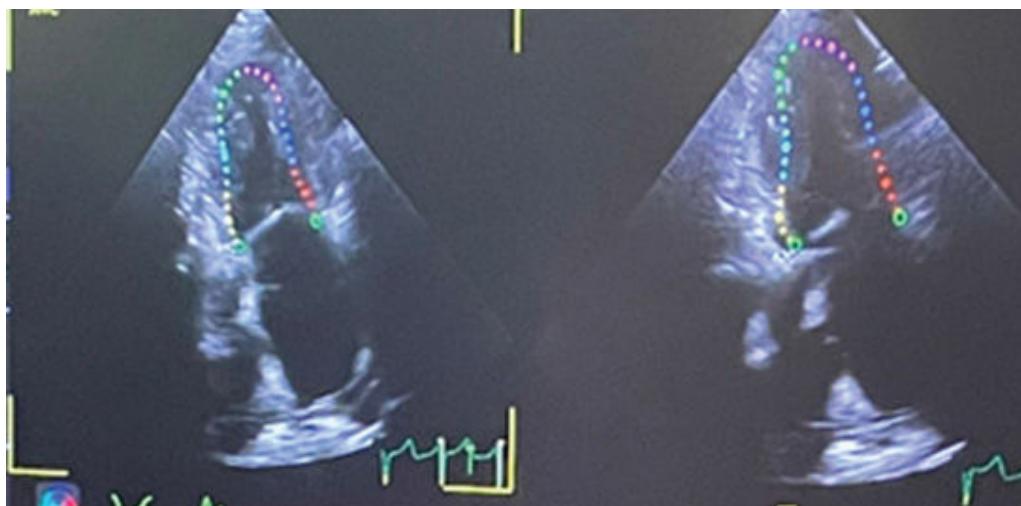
Ecocardiograma transtorácico con presencia de engrosamiento de las paredes ventriculares, disfunción diastólica, aumento en la ecogenicidad, engrosamiento del tabique interauricular y alteración en el strain longitudinal, hallazgos compatibles con miocardiopatía amiloide.
